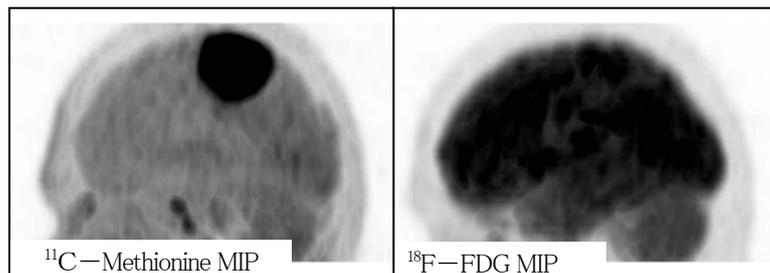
MethionineとFDGの画像比較
